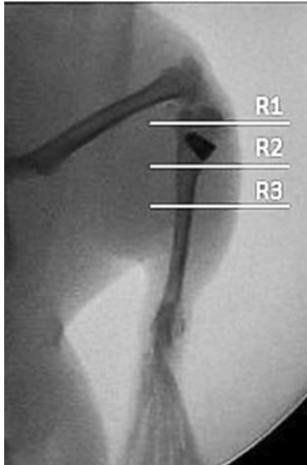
Regions of interest im Röntgenbild: R1 Epiphyse, R2 Metaphyse mit Implantat und R3 proximale Diaphyse
